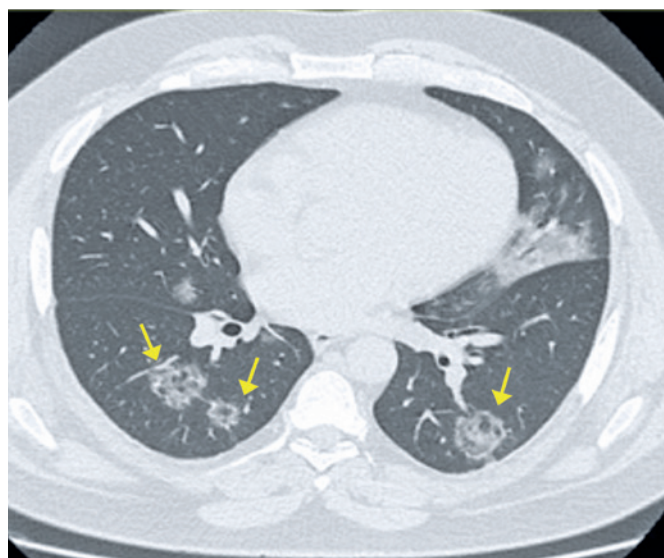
Paciente de 43 anos com COVID-19, apresentando falta de ar, febre e tosse há 8 dias. Tomografia computadorizada demonstrando sinal do halo invertido nos lobos inferiores
